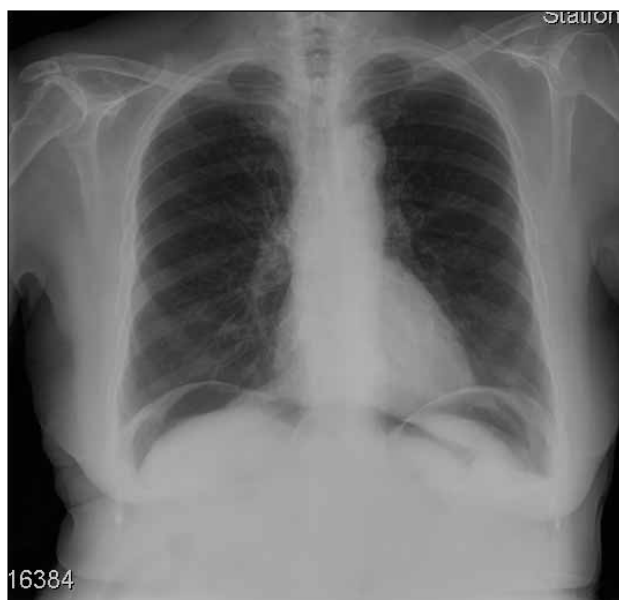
Radiografía de tórax diagnóstica.
